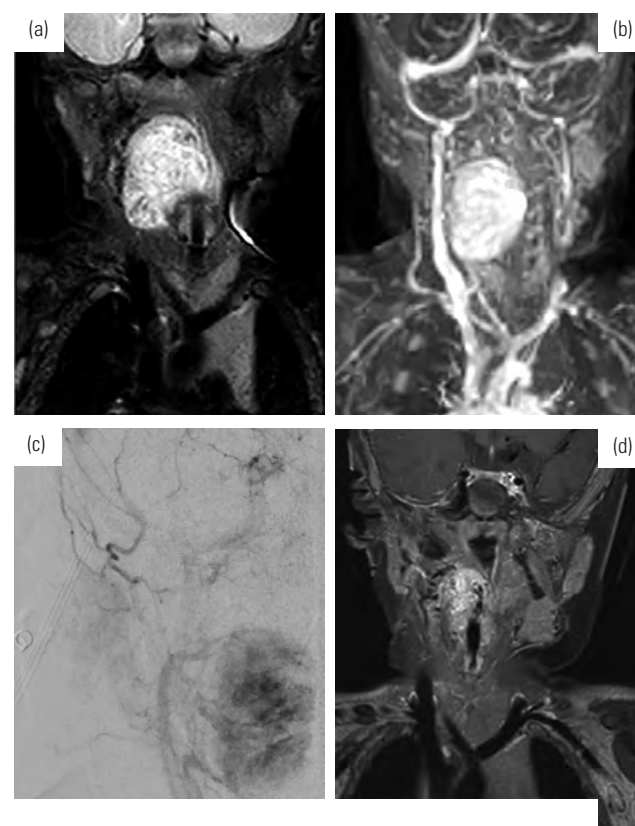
MRT (a, b) sowie Angiographie (c) eines 1-jährigen Fibrosarkoms des Pharynx mit Tumorverkleinerung (d) durch eine transarterielle Embolisation.
